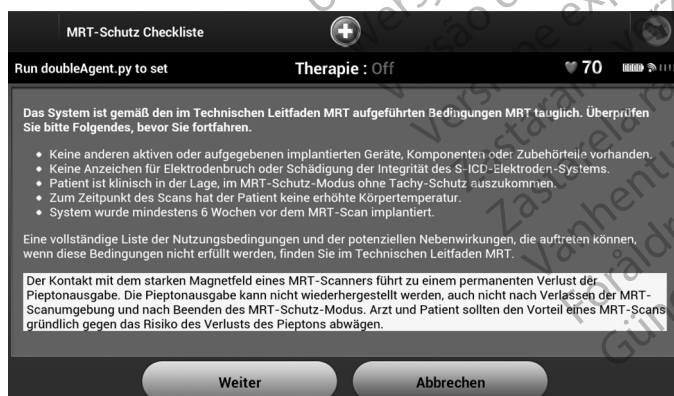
MRT-Schutz Checkliste
